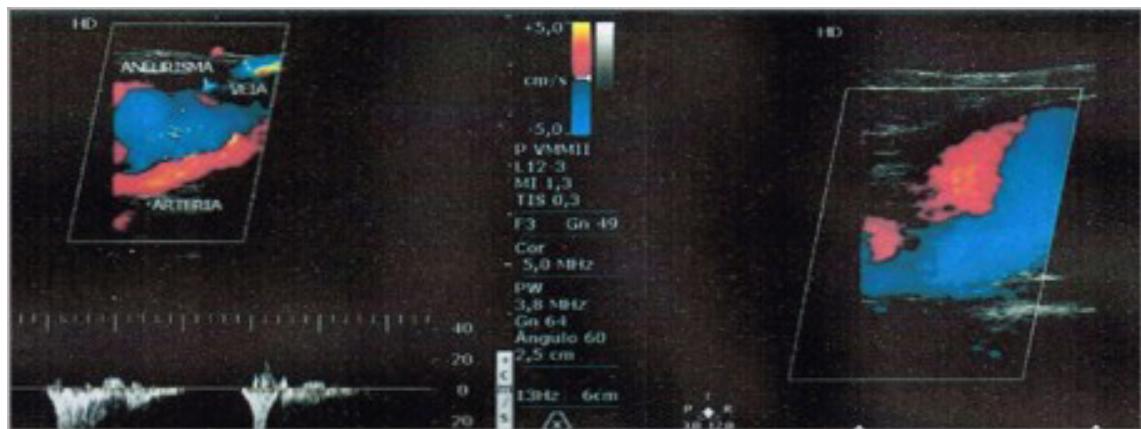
Eco-Doppler mostrando aneurisma de veia poplítea.
